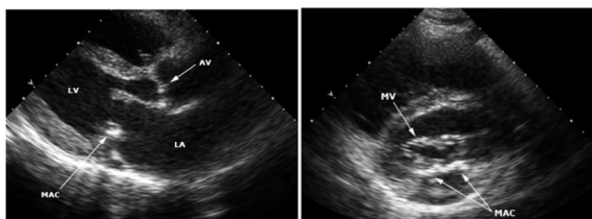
Ecocardiograma transtorácico: (A) plano paraesternal transversal de eixo longo e (B) plano paraesternal transversal de eixo curto demonstrando calcificação do anel mitral (MAC) ao longo do anel posterior.
